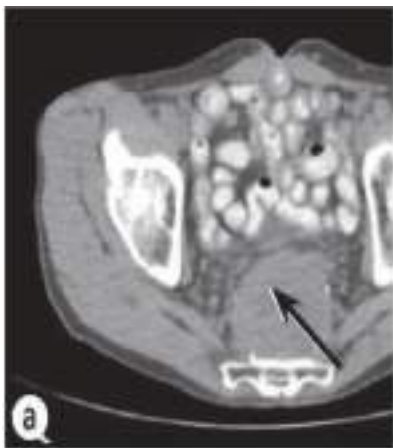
КТ опухолевой массы.
